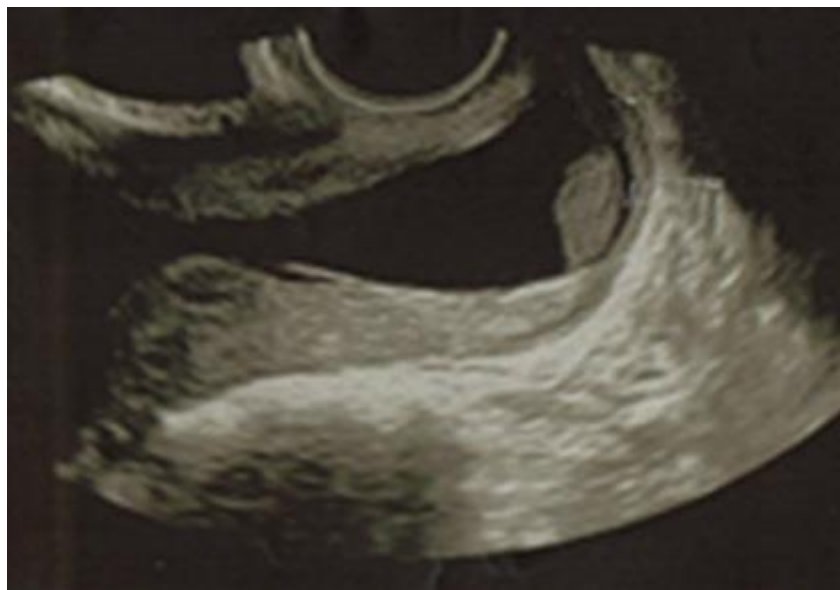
Imagen de cérvix por ecografía transvaginal a las 23 semanas.
